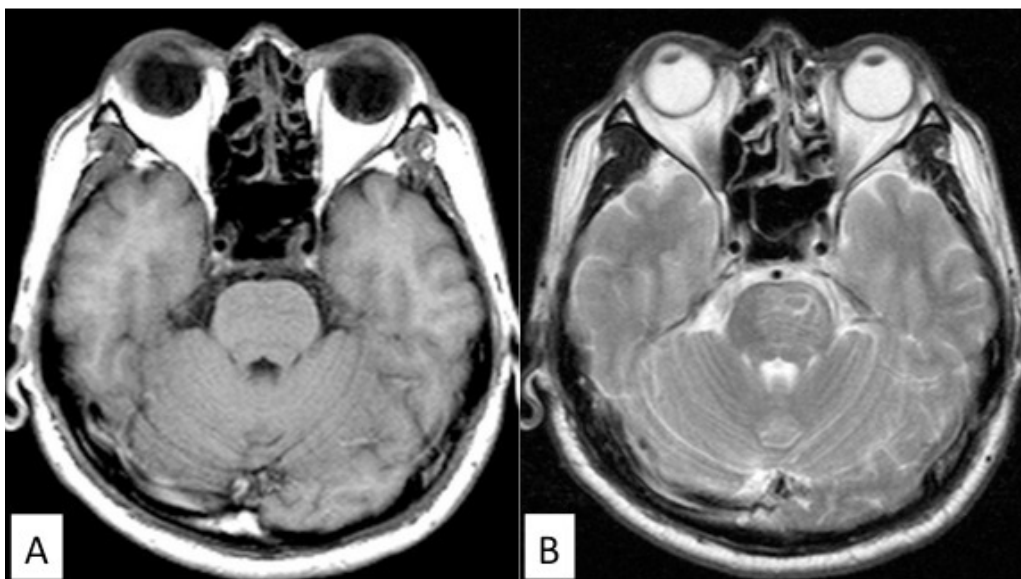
A,B; MRI, axial view, T1WI(A), T2WI(B).
